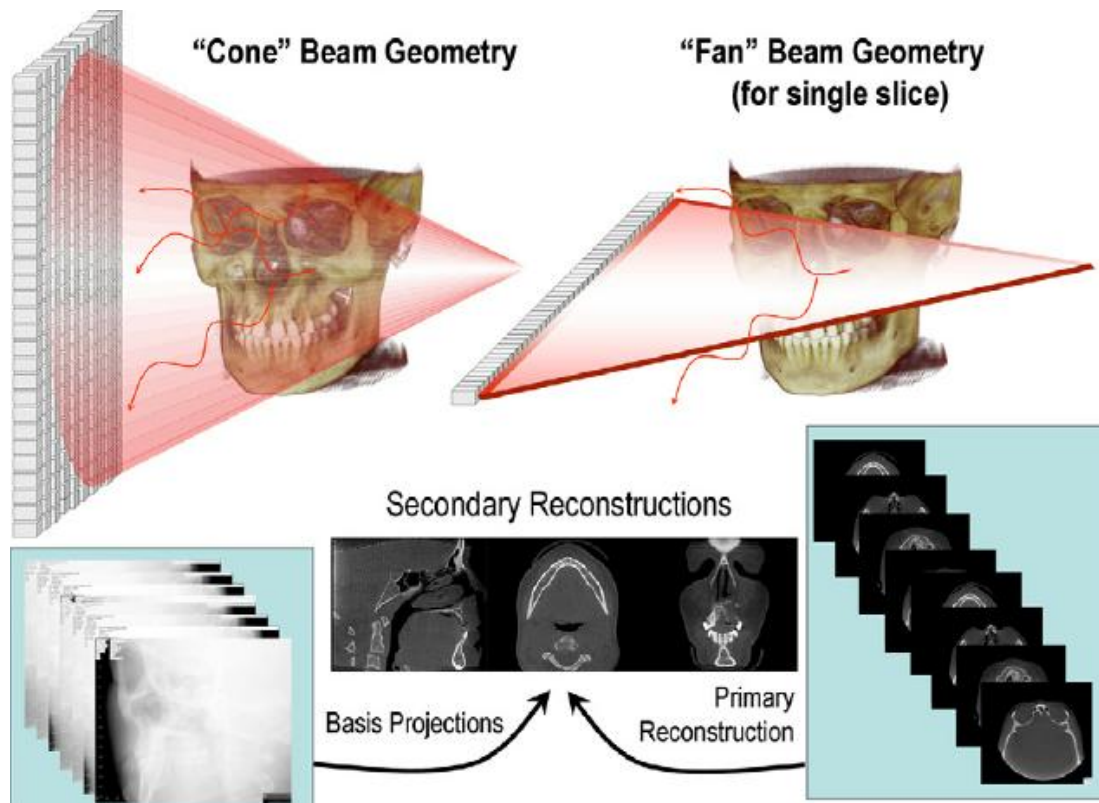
Principi fisici in Tc Cone Beam (a sin) e Tc Spirale Fan Beam (a dx)
